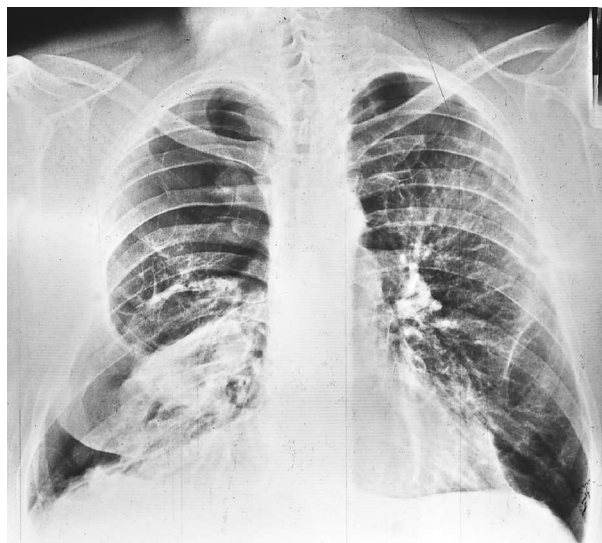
Radiografia de tórax PA (Outubro 1998).
